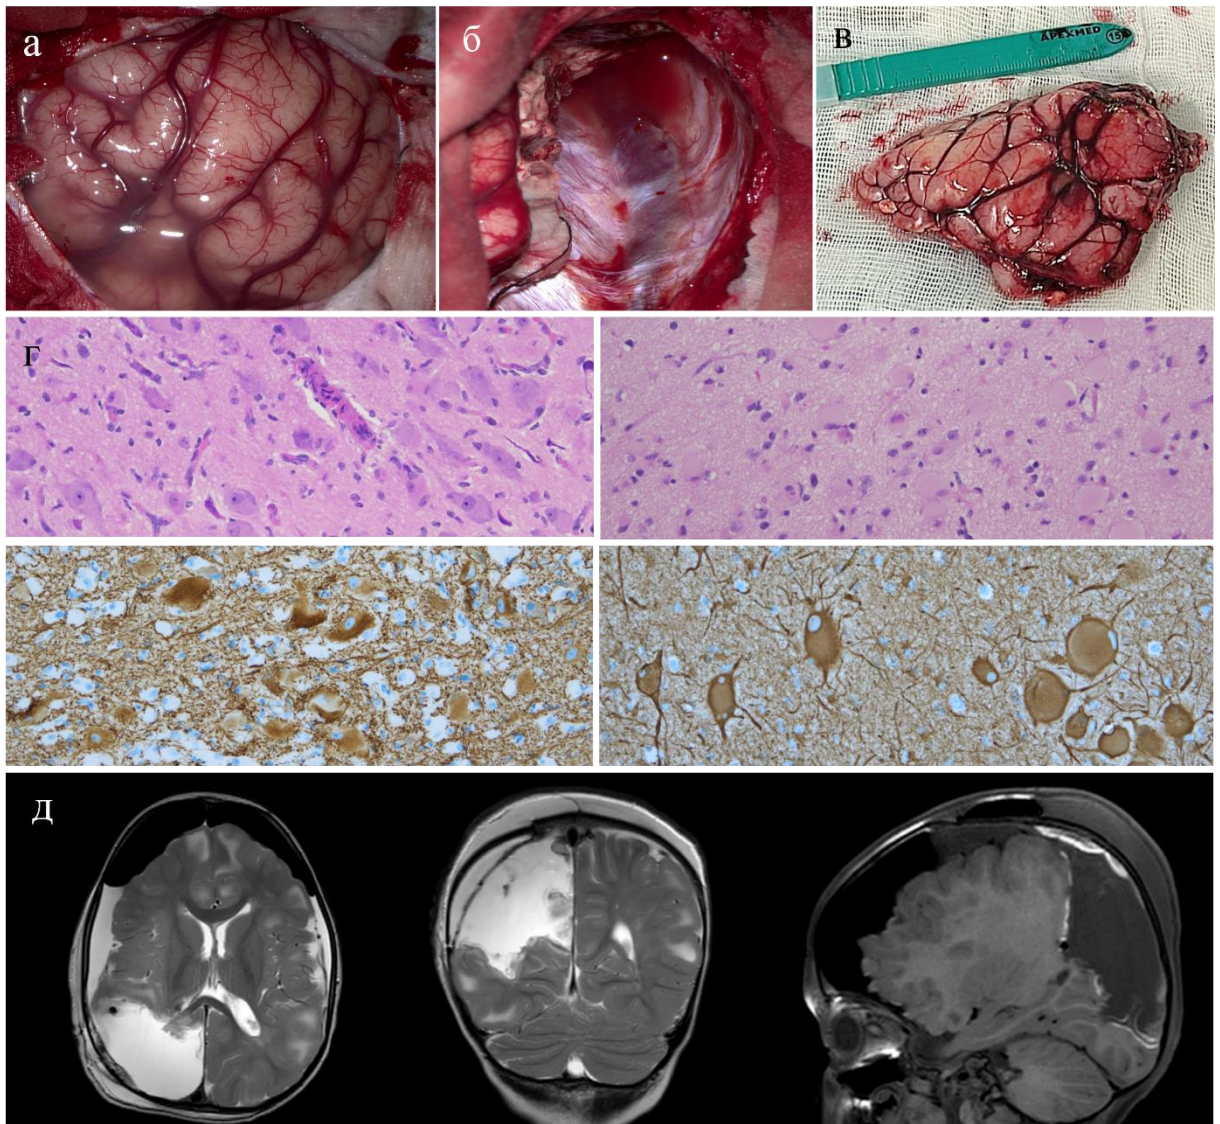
Мультилобарная резекция комплекса туберов в правом теменно-затылочном регионе: (а-в) интраоперационные фотографии; (г) на патоморфологическом исследовании выявлены дисморфичные нейроны и крупные баллонные клетки; (д) МРТ контроль после операции [собственное наблюдение]
